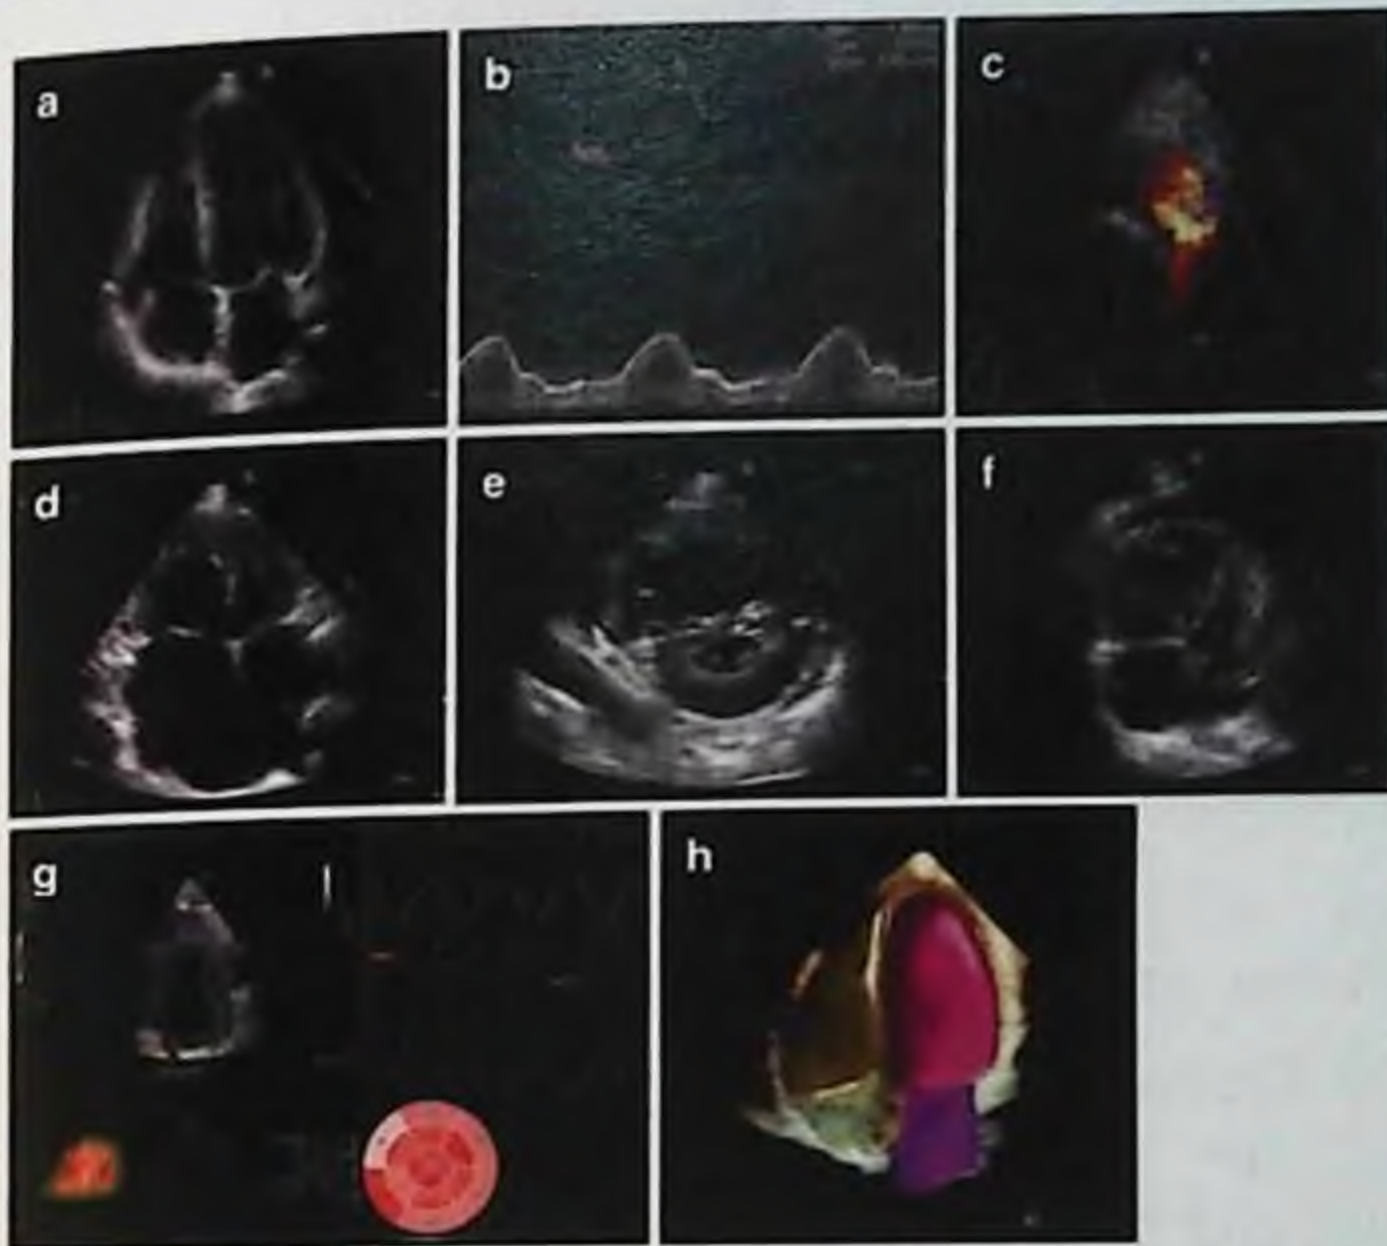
Эхокардиографические предикторы неблагоприятного клинического исхода у больных с ВВПС. (а) измерение фракции выброса левого желудочка с использованием бипланарного метода дисков (модифицированное правило Симпсона) у пациента с коарктацией аорты. (b) незначительное снижение ССТК ( $< 16 \text{ мм}$ ) у пациента с тетралогией Фалло. (с) тяжелая регургитация легочного клапана, визуализируемая с помощью цветового Допплера потока у пациента с тетралогией Фалло. (d) тяжелая дилатация биатриального канала и (е) D-образный левый желудочек у пациента с легочной артериальной гипертензией после хирургического устранения дефекта синусовой вены и частичного аномального возврата легочной вены. (f) перикардальный выпот у пациента с легочной артериальной гипертензией. (g) глобальная продольная деформация левого желудочка, количественно измеренная с помощью спекл-трекинг эхокардиографии. (h) анализ 3D-эхокардиографии с использованием автоматизированного программного обеспечения (модель сердца)
